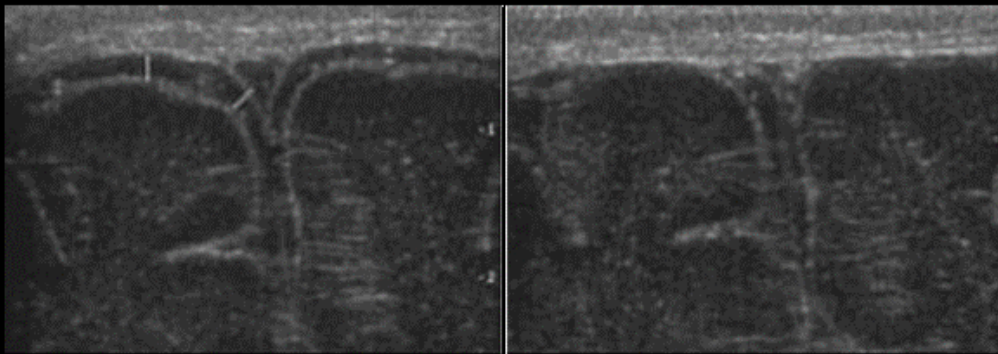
Ecografía cerebral transfontanelar de alta resolución que mide el espacio subaracnoideo normal (derecha), este espacio desaparece tras la compresión de la fontanela con el transductor (izquierda).
